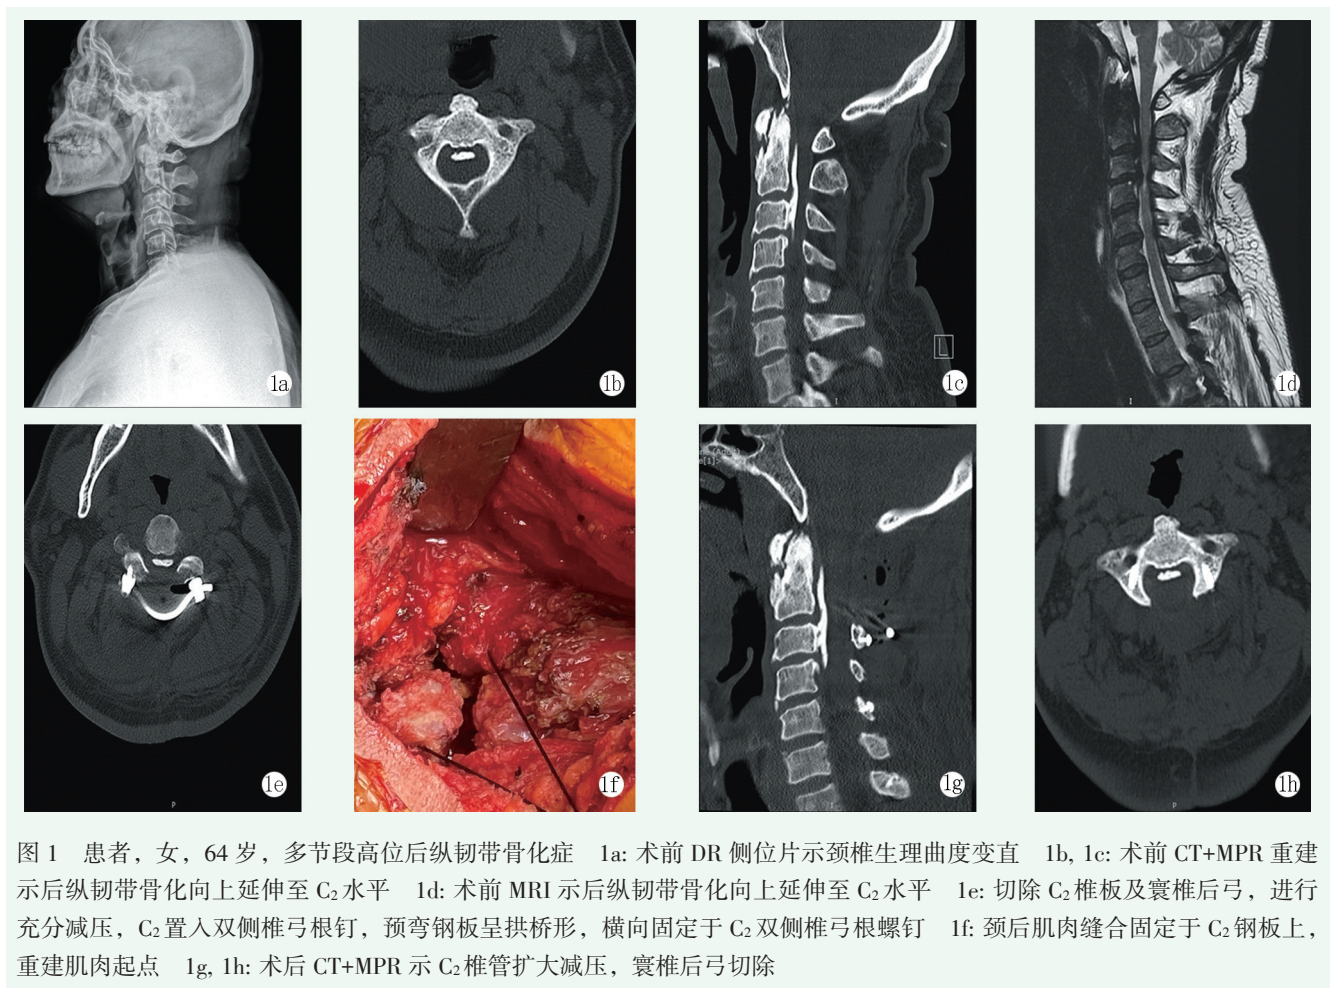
患者,女,64岁,多节段高位后纵韧带骨化症 1a:术前DR侧位片示颈椎生理曲度变直 1b,1c:术前CT+MPR重建示后纵韧带骨化向上延伸至C<sub>2</sub>水平 1d:术前MRI示后纵韧带骨化向上延伸至C<sub>2</sub>水平 1e:切除C<sub>2</sub>椎板及寰椎后弓,进行充分减压,C<sub>2</sub>置入双侧椎弓根钉,预弯钢板拱桥形,横向固定于C<sub>2</sub>双侧椎弓根螺钉 1f:颈后肌肉缝合固定于C<sub>2</sub>钢板上,重建肌肉起点 1g,1h:术后CT+MPR示C<sub>2</sub>椎管扩大减压,寰椎后弓切除
